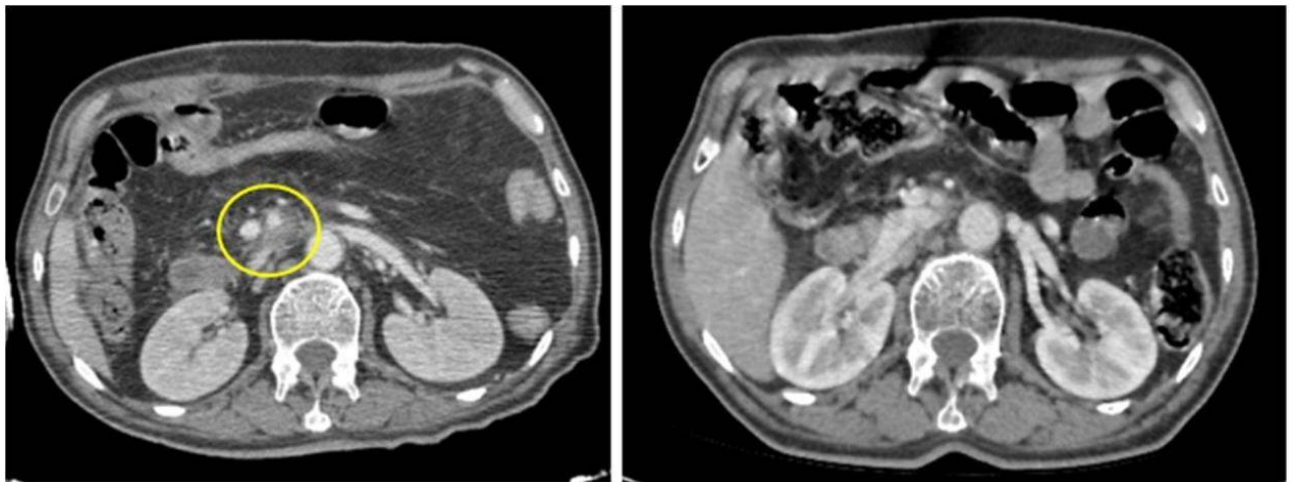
TDM abdominale au temps portal d'injection réalisée à J3 d'une DPC(A) mettant en évidence une densification de la graisse autour de l'AMS (cercle). Un scanner de contrôle réalisée 3 mois plus tard (B) objective la nette régression de cet aspect ce qui élimine l'éventualité d'un résidu tumoral.
